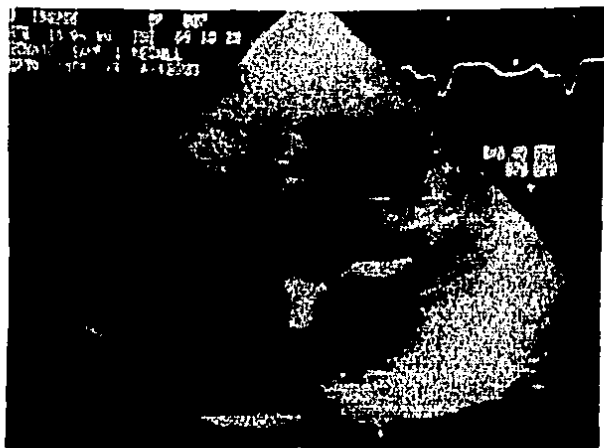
Ecocardiograma bidimensional en un corte apical de 4 camaras, que muestra la gran dilatación de las 4 cavidades del corazón.
